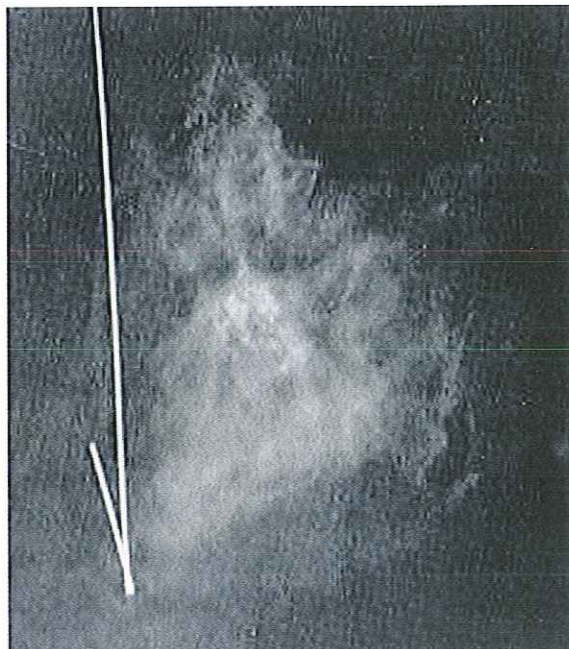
Radiografia do espécime cirúrgico.
